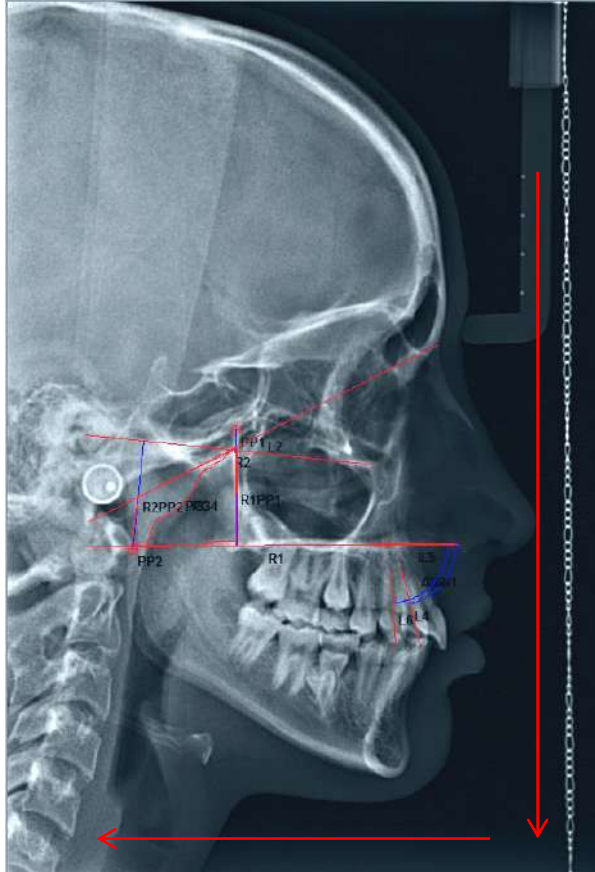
Teleradiografía lateral, planos anteroposterior y vertical
